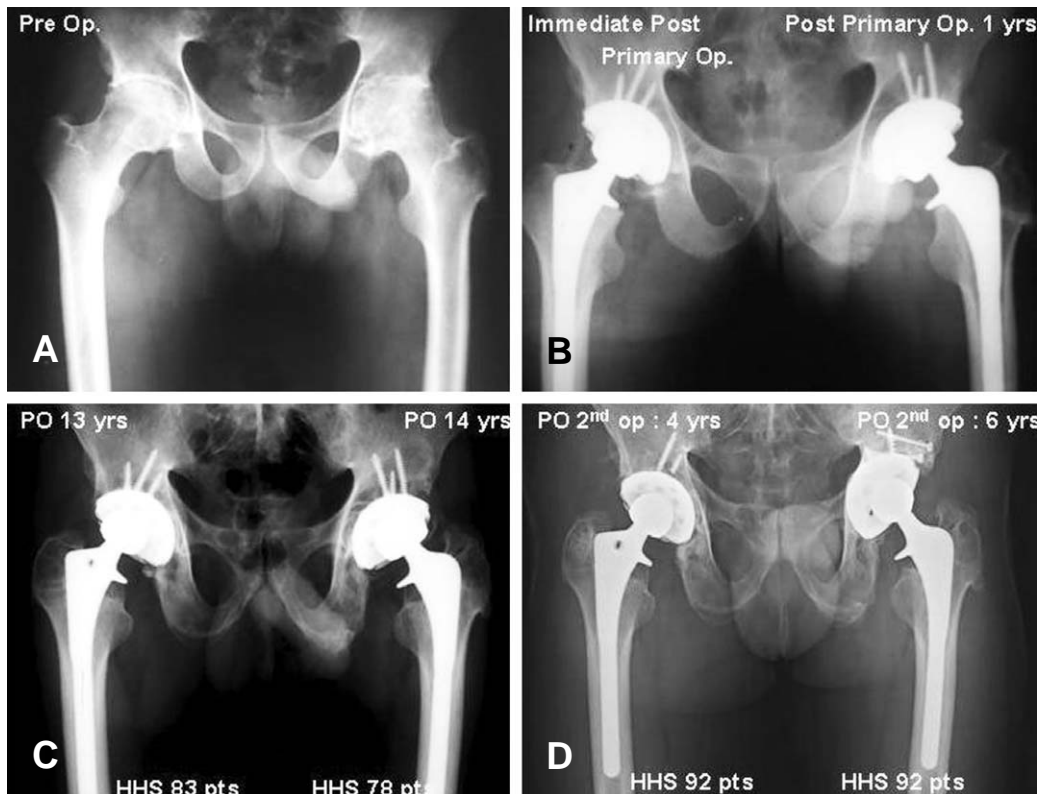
(A) AP radiograph of 38-year-old male showed ankylosing spondylitis on both hip joints. (B) The patient underwent bilateral THA. (C) After 13 and 14 years, liner change was performed for left hip joint and cup revision was performed for right hip joint, respectively. (D) 4 and 6 years after revision surgery, the AP radiograph showed no recurrence of osteolysis.
